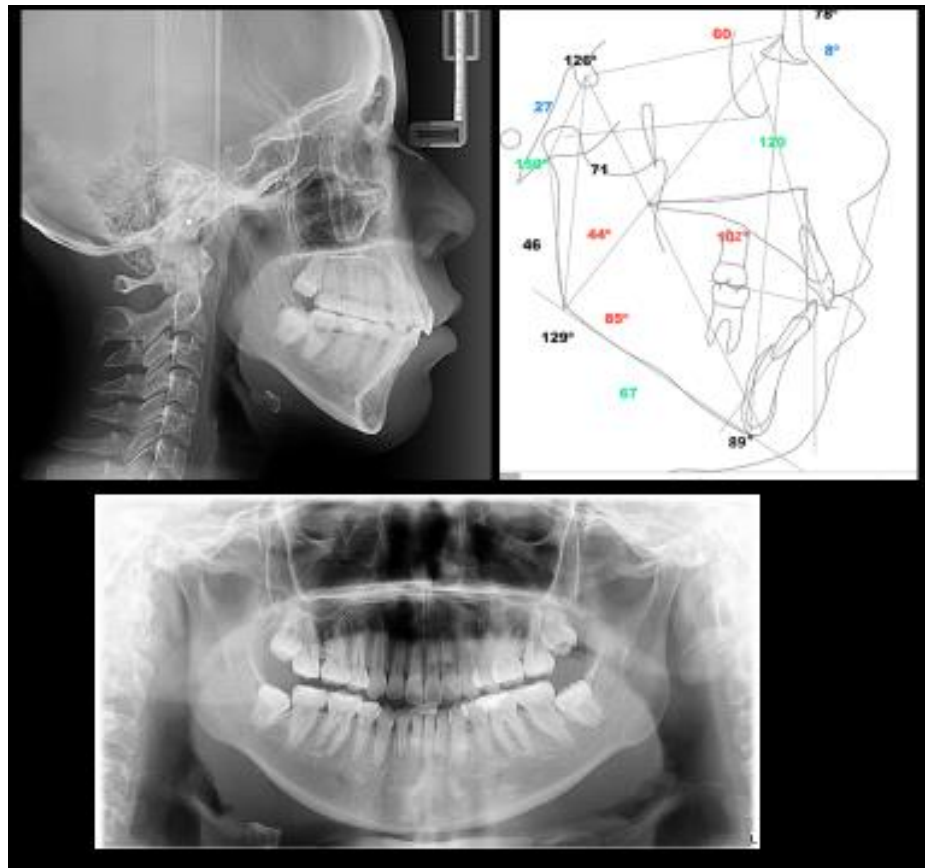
Radiografía panorámica, lateral de cráneo y trazado cefalométrico postratamiento.
